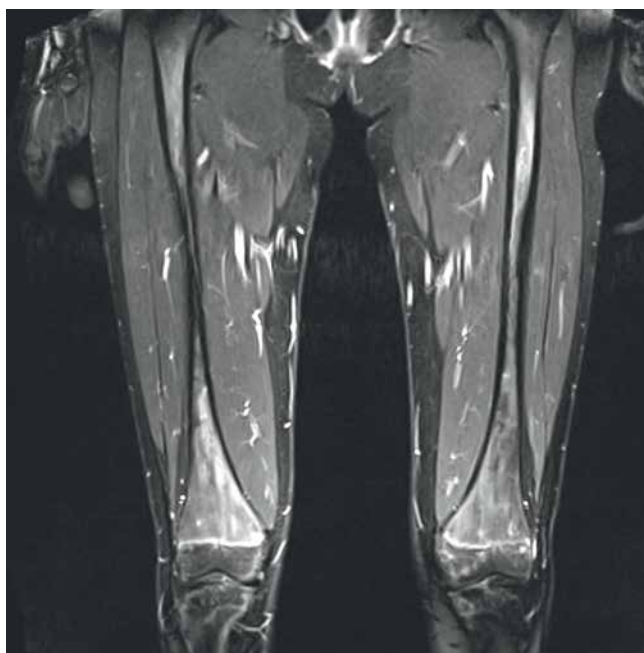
Whole-body MRI, coronal T2 TIRM image. Bone marrow edema within the distal femoral epiphyses; no other pathologies are detected
